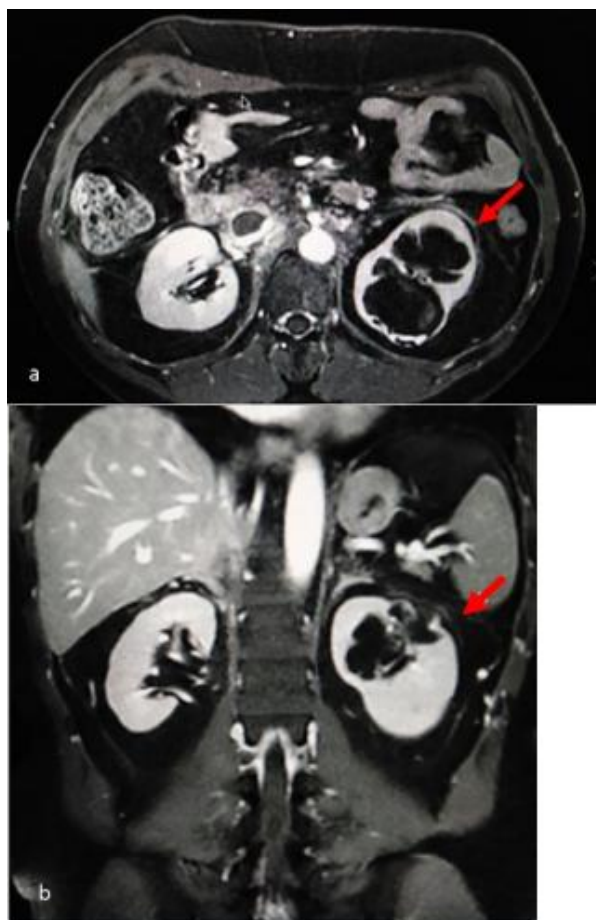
MRI examination T1 sequence with contrast administration highlights (a: axial and b: coronal planes) heterogenous polilobulate lesion in the upper zone of the left kidney with a few incomplete enhancing septa and wall and septal calcifications (Bosniak IIF)
